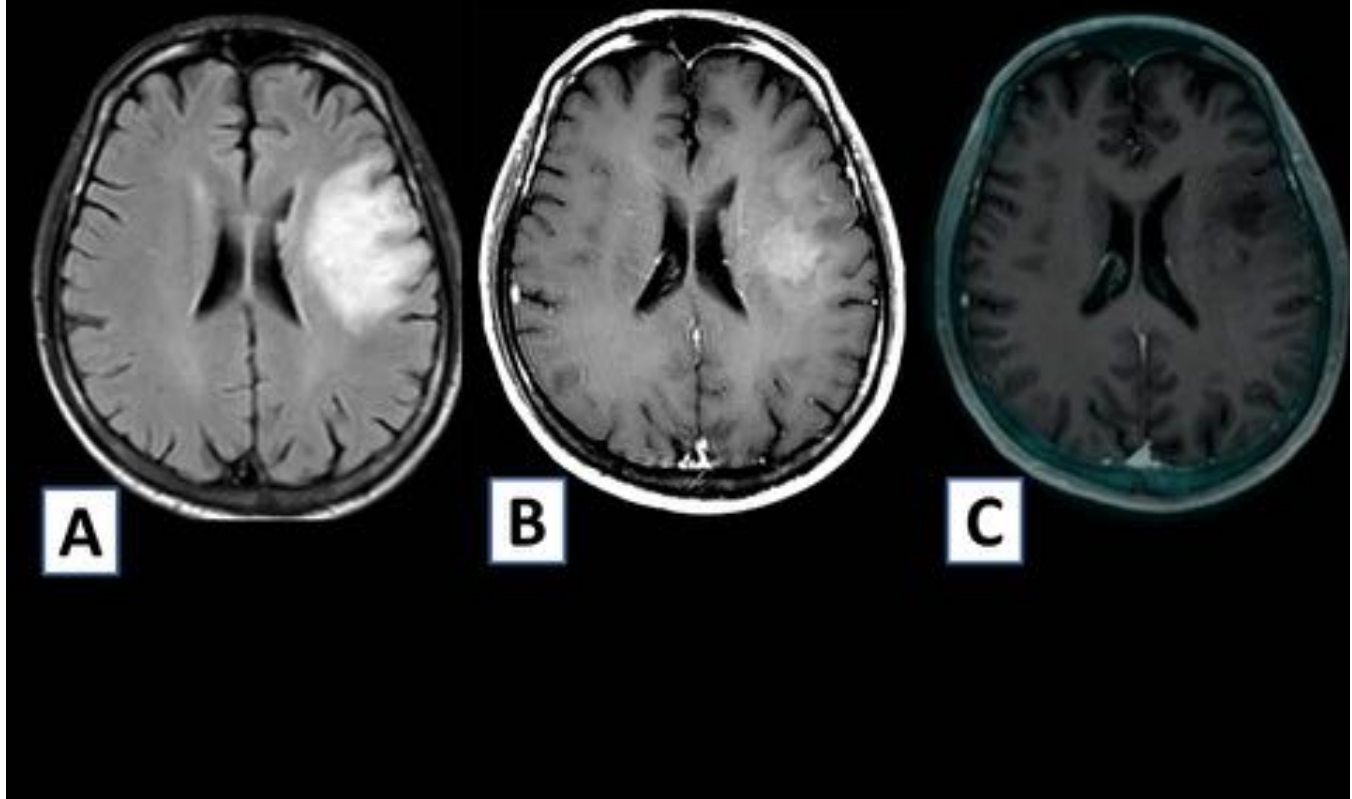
A) RM axial en FLAIR, mostrando una lesión frontal izquierda de aspecto infiltrativo. B). En el mismo corte en la RM post-contraste, se aprecia una tenue captación focal en el seno de dicha lesión. C) El PET no demostró captaciones de 18F-colina. El resultado anatomopatológico fue de oligodendroglioma grado II.
